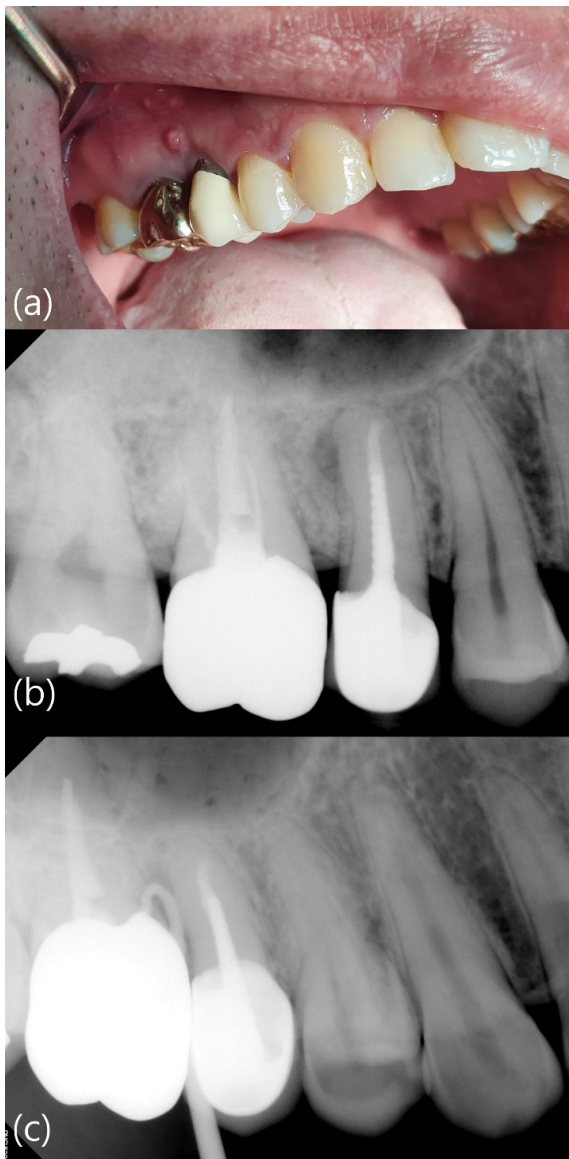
(a) 초진 구내 임상 사진, (b) 초진 구내 방사선 사진, (c) 초진 gutta-percha tracing 구내 방사선 사진
